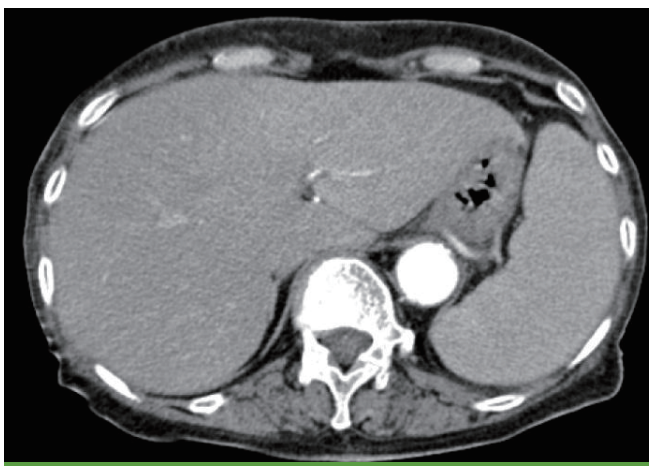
Contrast-enhanced abdominal computed tomography on admission shows hepatosplenomegaly.
